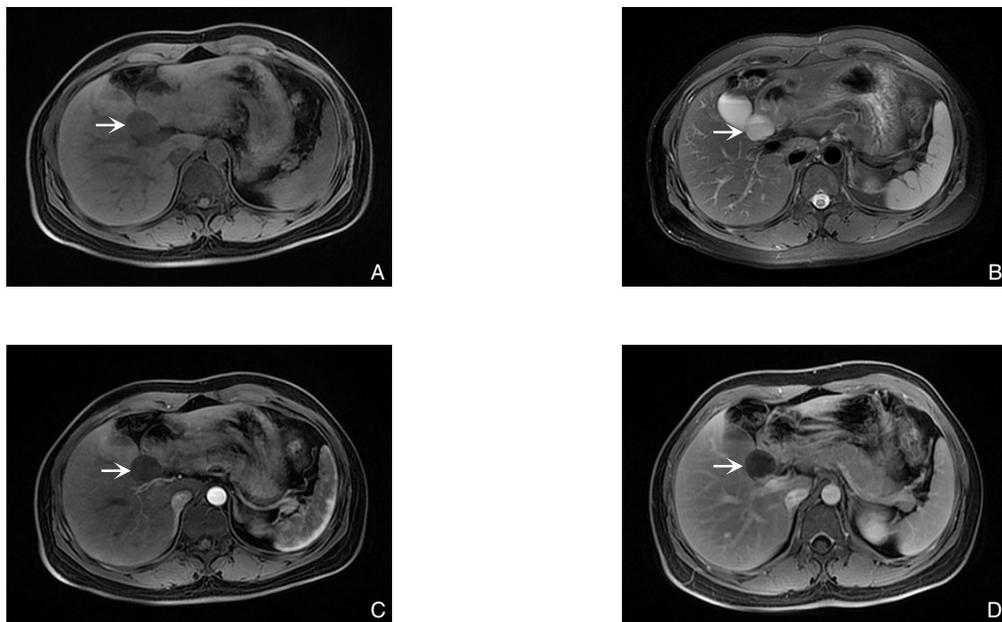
患者术前MRI A:病变在T1WI呈稍低信号;B:在T2WI呈高信号改变,内可疑分隔,见分层征象;C-D:对比增强在T1WI,动脉期、静脉期显示病变无增强
